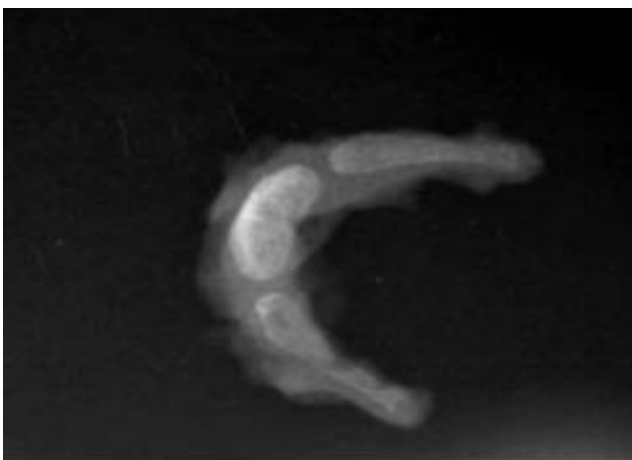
Radiografía del hueso hioides de una mujer, que fue encontrada en suspensión incompleta en un motel.
